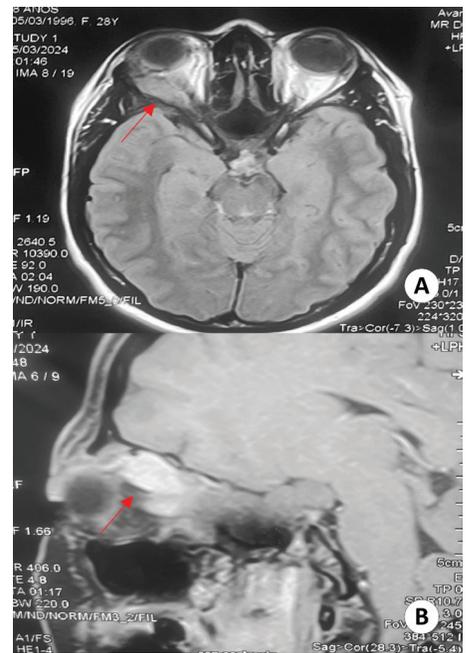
Resonancia Magnética Cerebral (RNM): borde externo de orbita derecha en porción extra conal presencia de masa de 24x10mm con afectación de músculo recto externo (A) Corte Axial (B) Corte Sagital.
